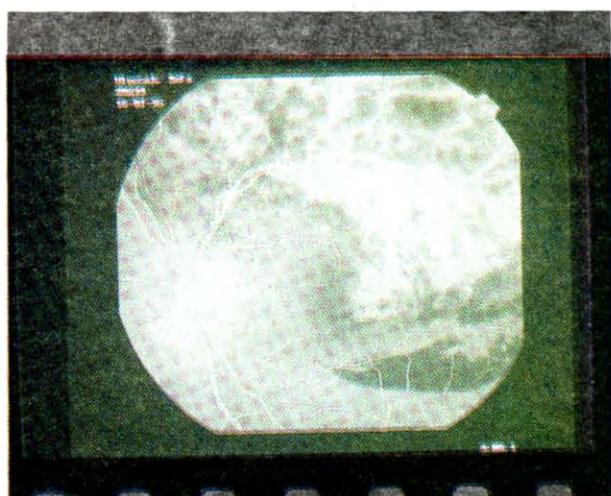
/c : Aynı olgunun indocyanine Green Venous angiografisi (ICGVA). Erken safha (35. saniye).
